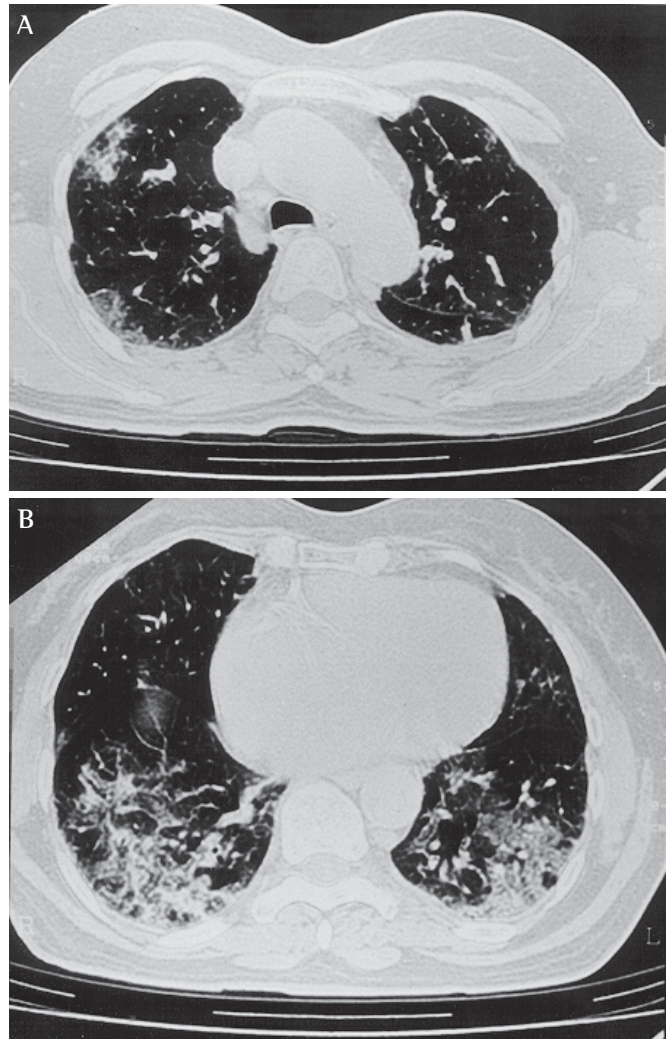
Tomografia computadorizada do tórax mostrando presença de áreas com múltiplas opacidades bilaterais simétricas. Espessamento de septos interlobulares, padrão de vidro despolido e consolidação. Acentuação das marcas broncovasculares, especialmente centrais.
